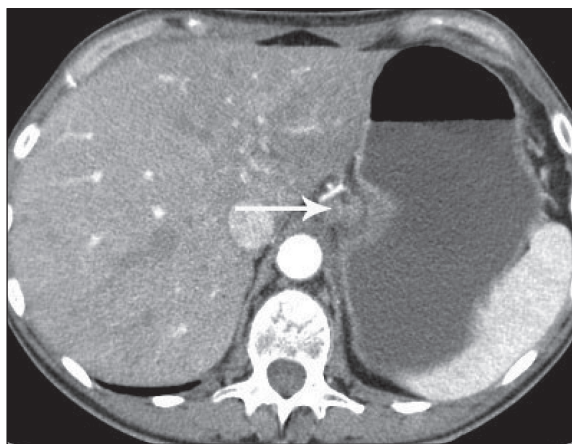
СКТ органов брюшной полости после лечения (клиническое наблюдение 2). Уменьшение количества и размеров лимфатических узлов малой кривизны желудка (отмечено стрелкой)
